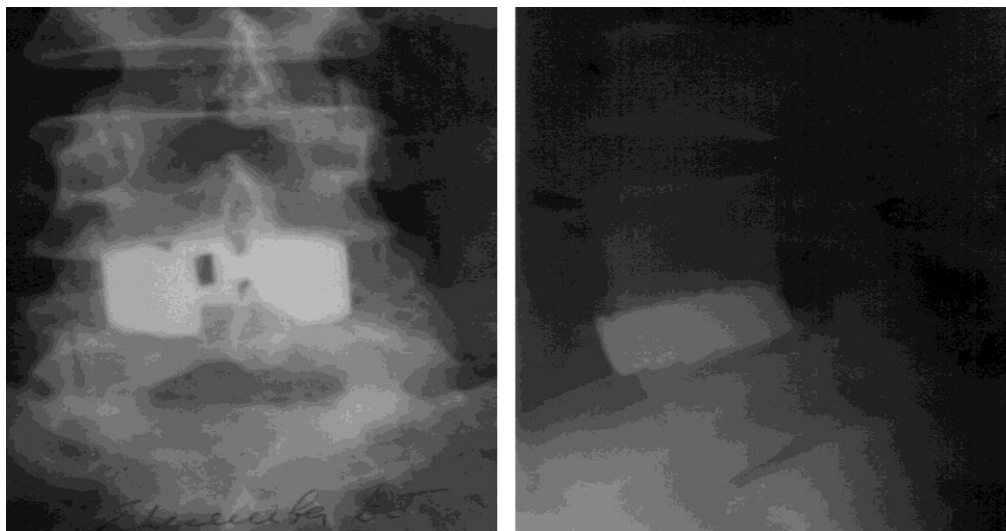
Рентгенограммы поясничного отдела позвоночника в прямой и боковой проекциях. В межпозвонковом пространстве L₄-L₅ установлен комбинированный протеза диска
